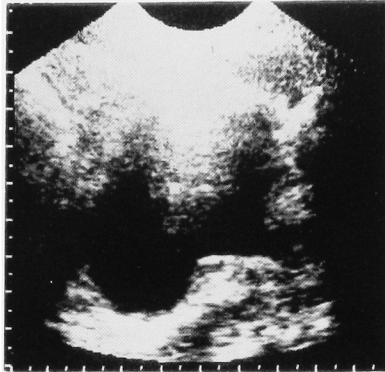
Postoperative transabdominal ultrasonography (3MHz): longitudinal image.
